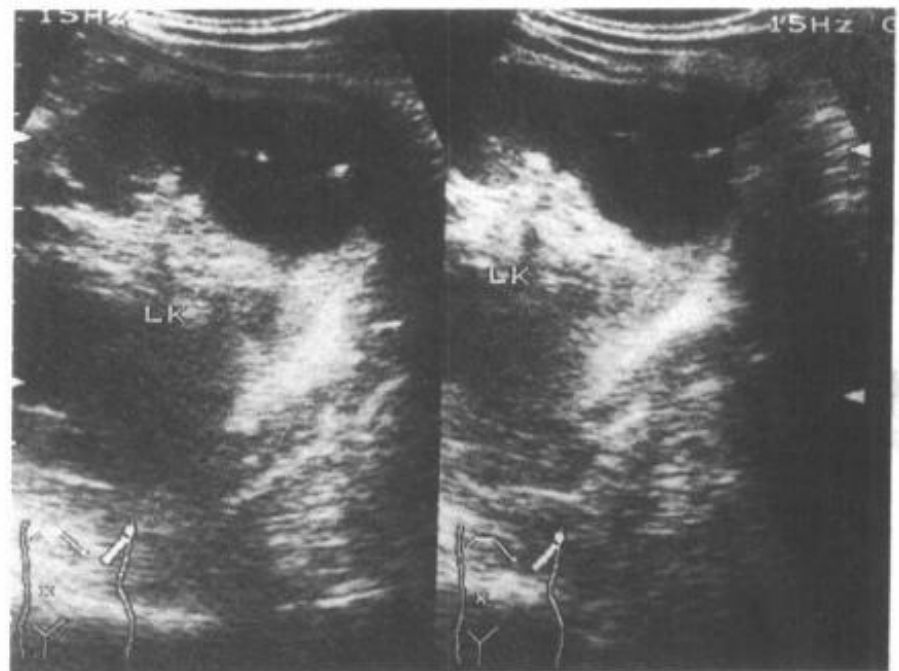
超声显示左肾下极含胆固醇结晶性囊肿(↑)
